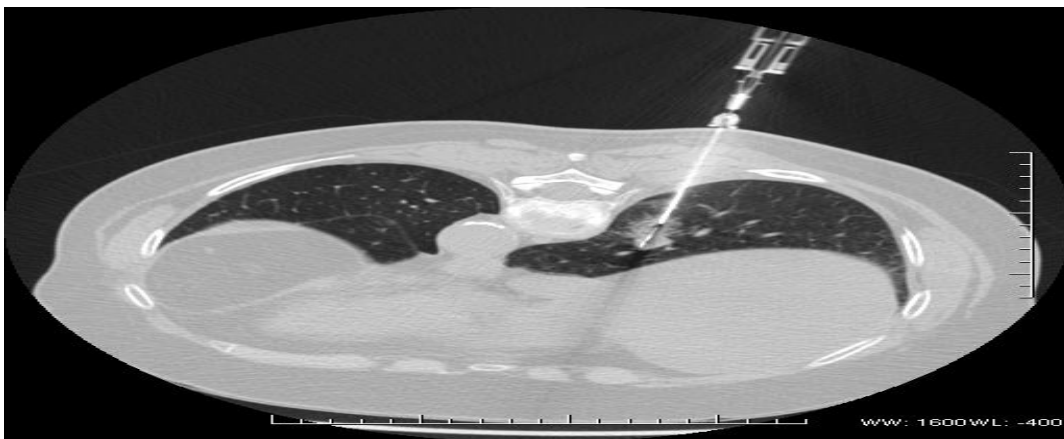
CT scan ponction pulmonaire transthoracique^[123].
